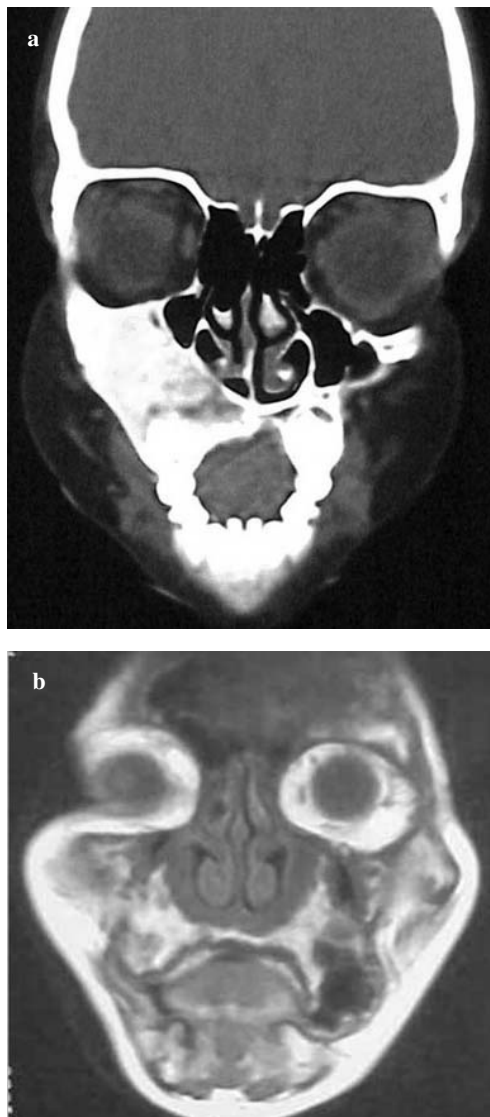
Coronal computed tomography (CT) scan showing an extensive hyperostosing reaction of the sclerotic type (eburnated fibrous dysplasia) of the right facial bones (a). In another case, coronal gadolinium-enhanced T1-weighted imaging demonstrated the presence of an area of marked homogeneous signal hypointensity, with no contrast uptake at the level of left hard palate (b).
